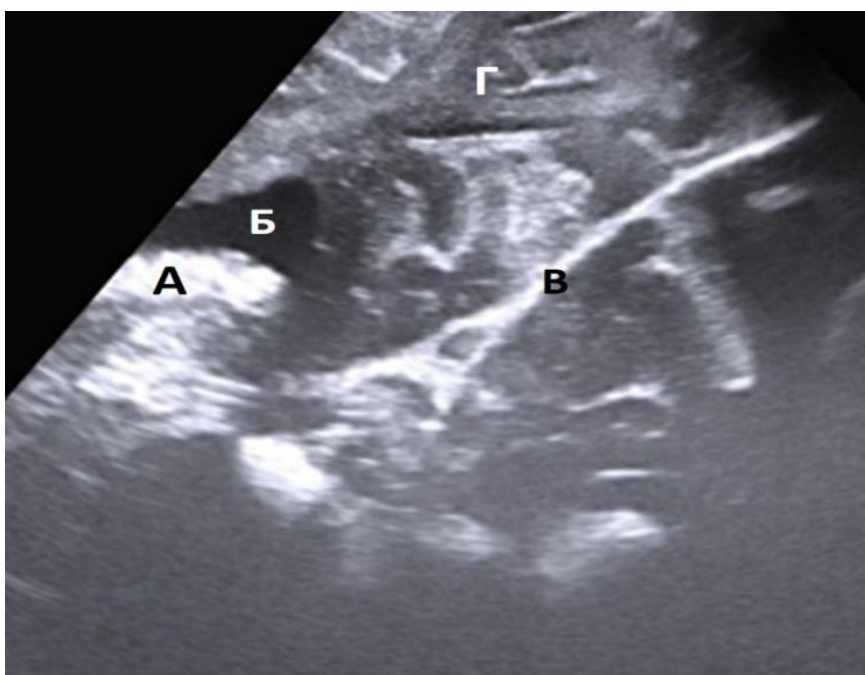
Пациент, 2 года, диагноз «структурная фокальная эпилепсия, тонико-клонические приступы с фокальным дебютом, нарушением осознанности, фармакорезистентность, ФКД в правой затылочной доле». По данным УЗИ:
